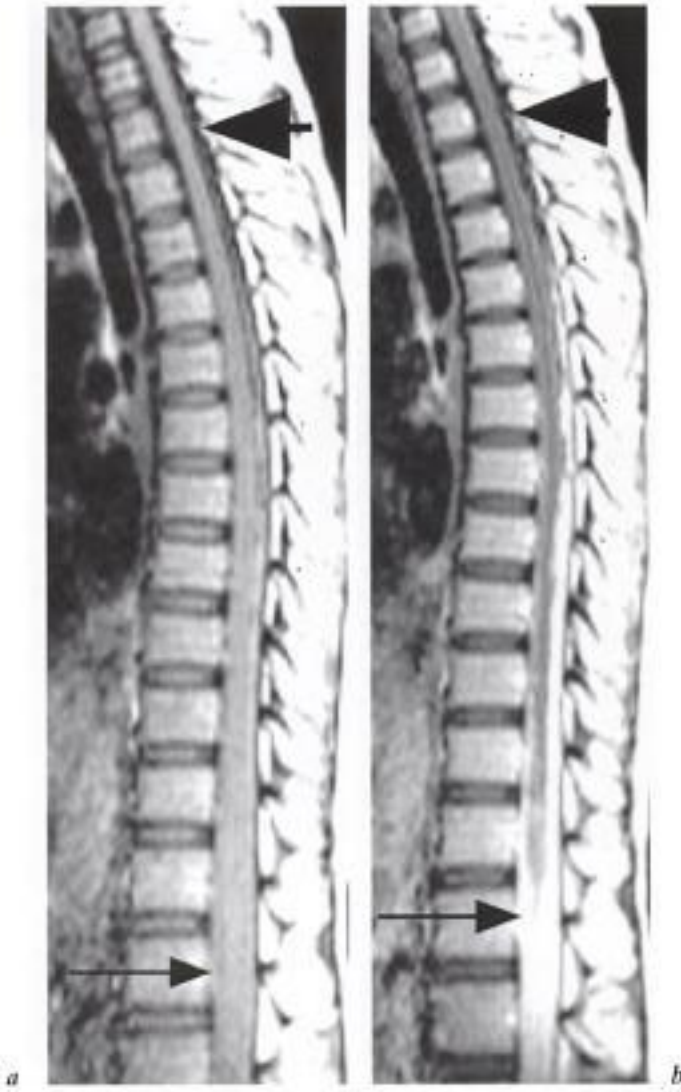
Arachnoïdite tuberculeuse. IRM, coupes sagittales T1 a) avant et b) après injection IV de gadolinium. Le contraste entre moelle et espaces sous arachnoïdiens respectés est visible en haut (tête de flèche en a et b). Il a disparu en bas où les espaces se rehaussent après injection (flèche noire en a et b).
